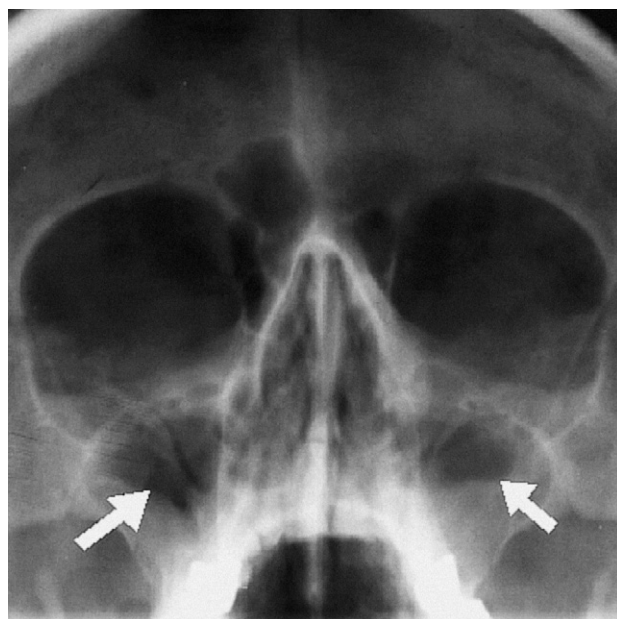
Radiografía con evidencia de ocupación de senos paranasales maxilares, de predominio izquierdo.
